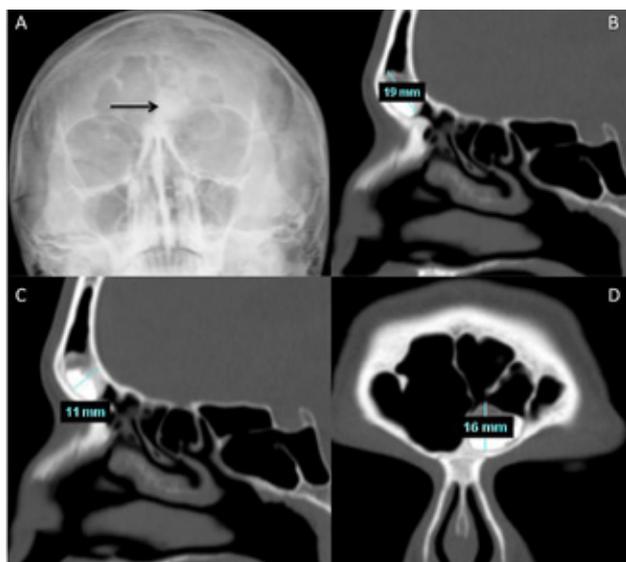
A. Radiografía simple donde se evidencia tumoración ósea en seno frontal izquierdo (flecha). B y C. Cortes sagitales de TAC donde se evidencian las dimensiones del osteoma, su posición con respecto al ductos frontal y su dependencia de la pared posterior. D. Corte coronal de TAC en el que observamos el osteoma en el seno frontal izquierdo, su independencia de la pared anterior y su localización medial a la lamina perpendicular del etmoides.
